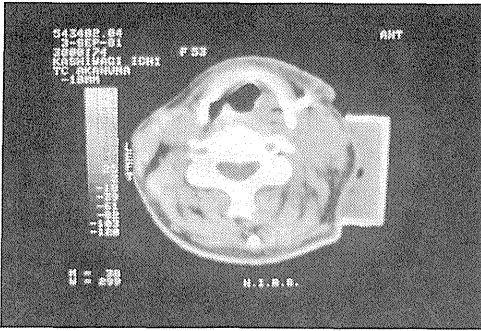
患者に装着した寒天ボラスのX線CTによる横断像
